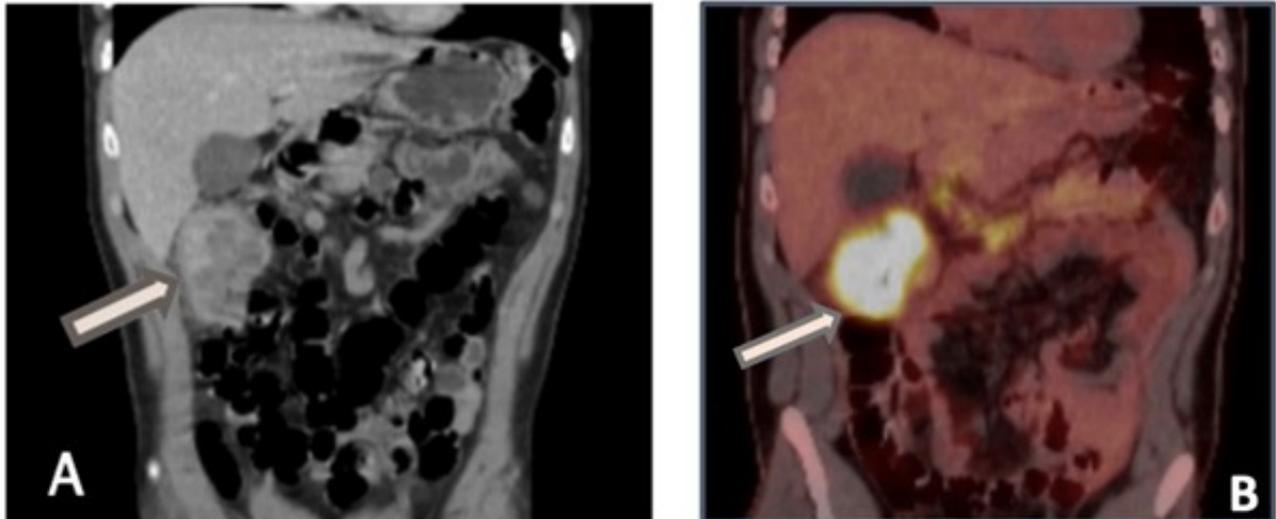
(A) Tomografía simple y contrastada de abdomen y pelvis: corte coronal, proceso ocupativo que compromete colon ascendente con extensión 10 x 6 cm + disminución de la luz. (B) FDG-PET CT: corte coronal, masa colónica hipermetabólica por actividad tumoral que acompaña secundarismo en mesenterio.
